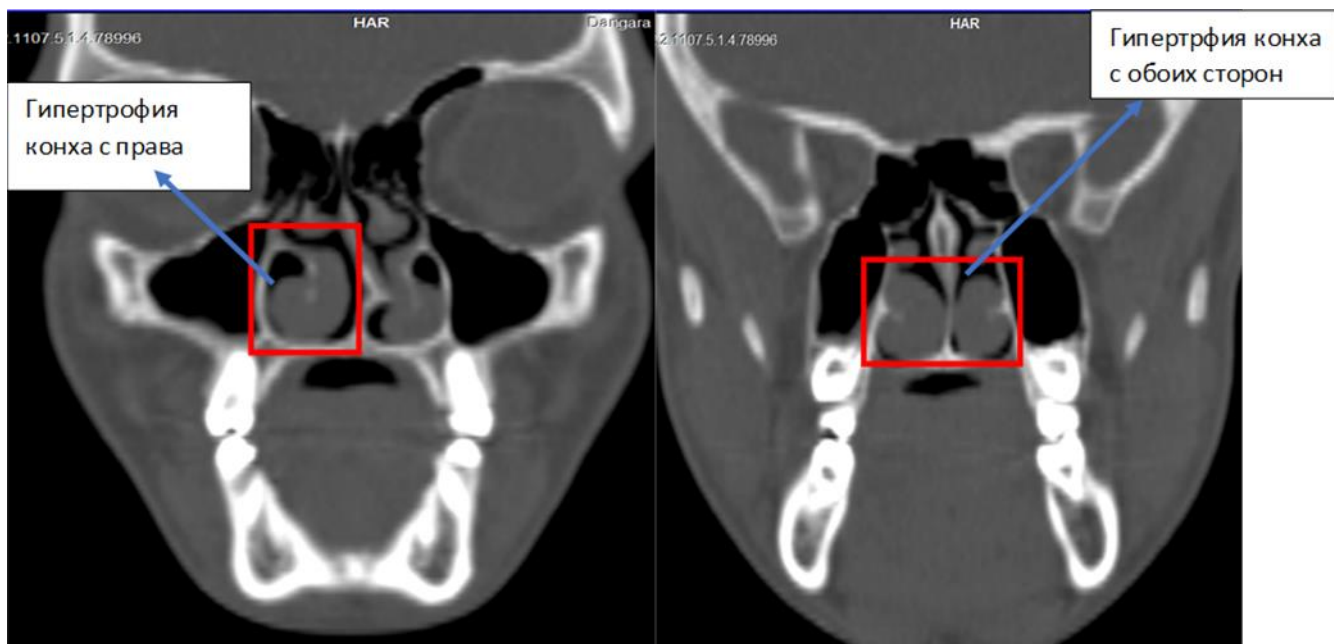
КТ-изображения (27–37-е коронарные срезы): визуализируется гипертрофия правой нижней носовой раковины, а также двусторонняя гипертрофия нижних носовых раковин
